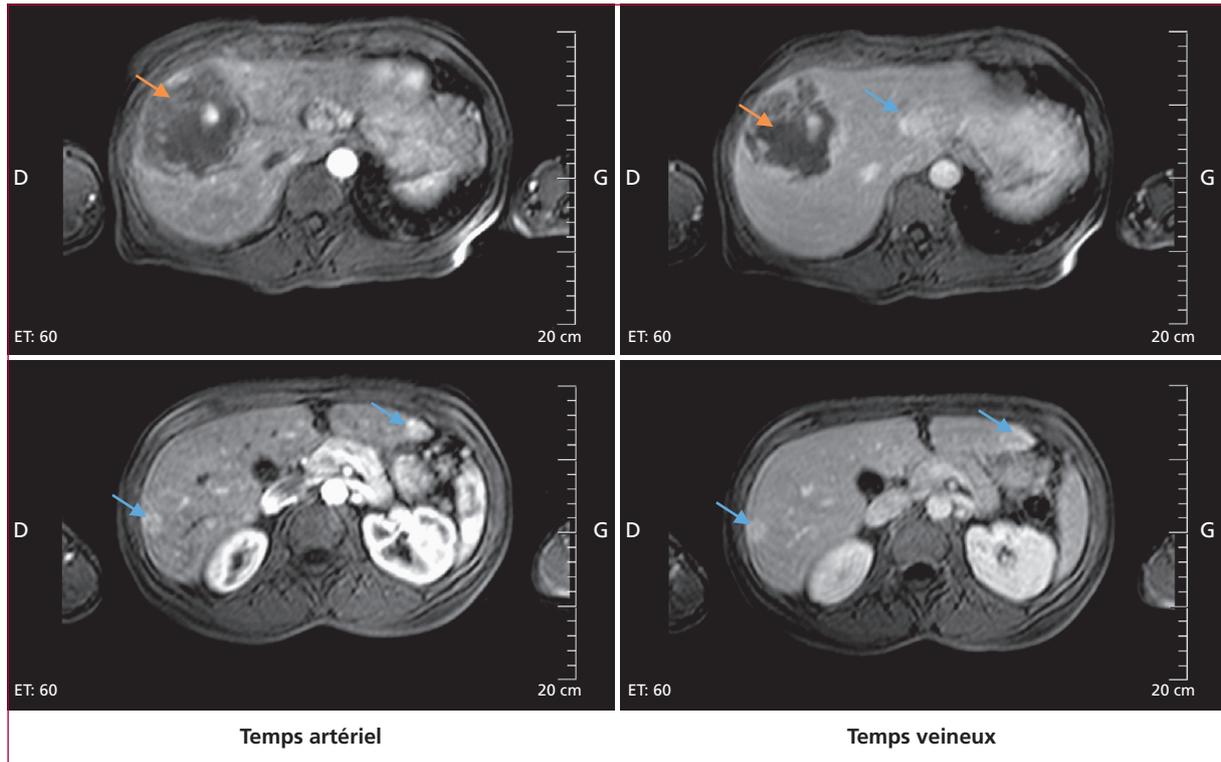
IRM hépatique réalisée 48 heures après la survenue de la douleur abdominale aiguë. Séquences en pondération T2 avec temps artériel et temps veineux. Tumeur remaniée hémorragique (flèche orange) et lésions typiques d'adénomes inflammatoires (flèches bleues) avec aspect hyperintense (rehaussement) au temps artériel persistant au temps veineux.
